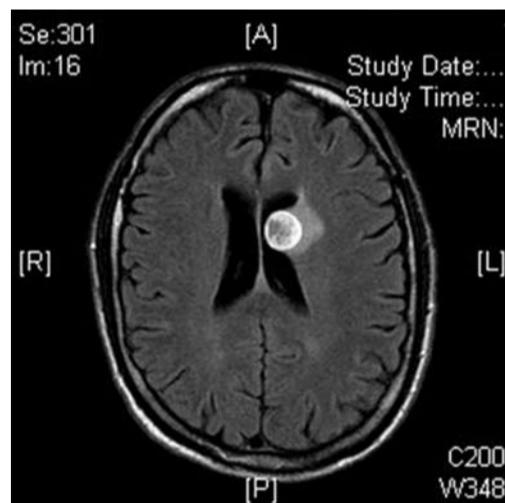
MRT: Solitäre Hirnmetastase.
